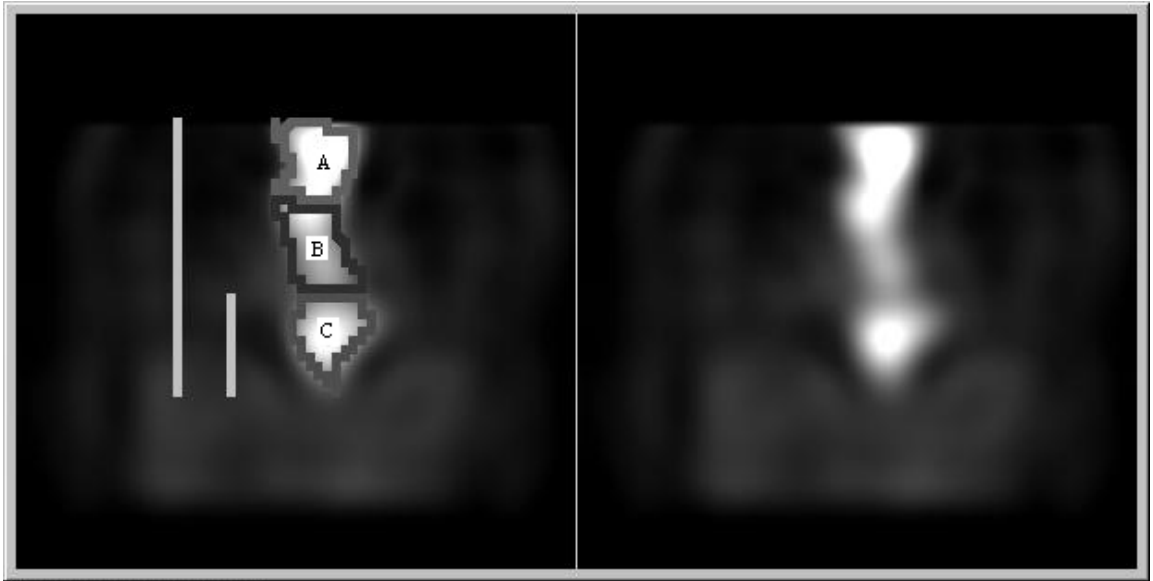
Anteroposterior view of gastric tube segmented by SPECT with total and partial rulers on the left side.
